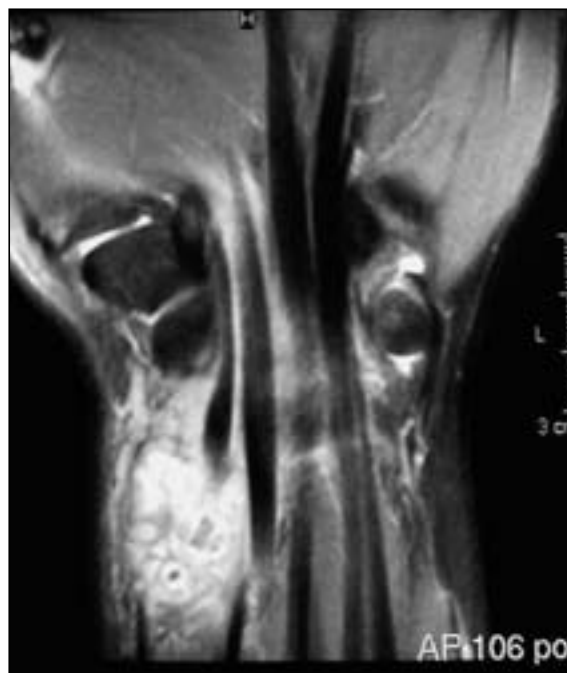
Imagen de resonancia magnética en cortes frontales, donde se pueden apreciar la presencia de cuerpos extraños, que pueden identificarse como tallos de planta tras una correcta historia clínica.
